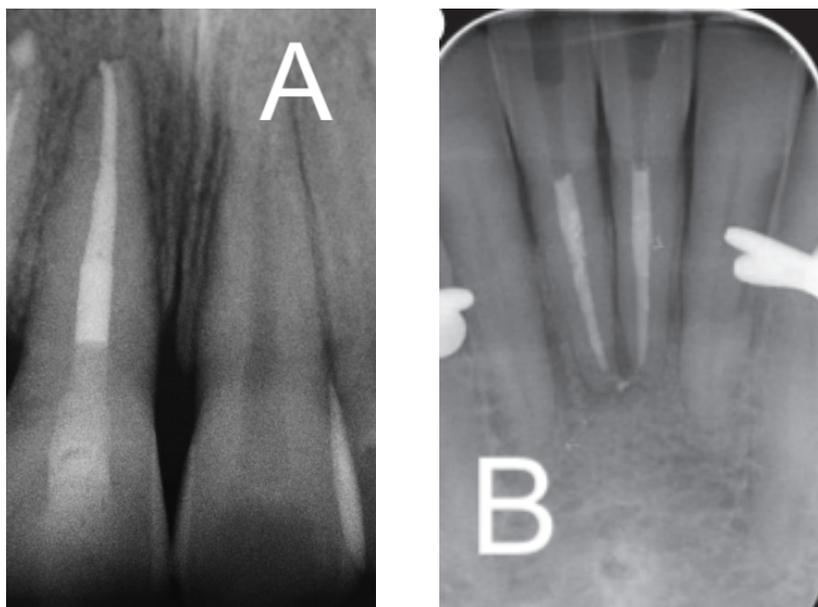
Radiographies post-opératoires après traitements endodontiques ; A [13] ; B [5].
